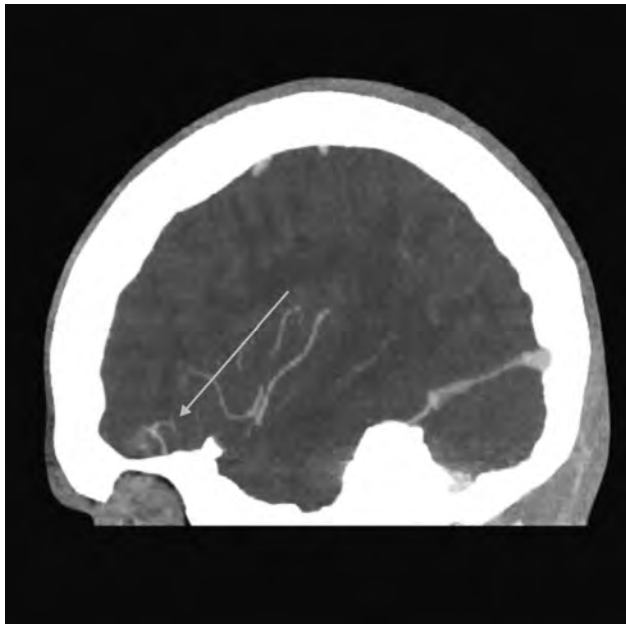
TK głowy; rekonstrukcja strzałkowa. MIP. DVA nadnamiotowo ze spływem do żył podstawy przedniego dołu czaszki *Sagittal head CECT. Supratentorial DVA with confluence to the veins of the anterior cranial fossa.*
